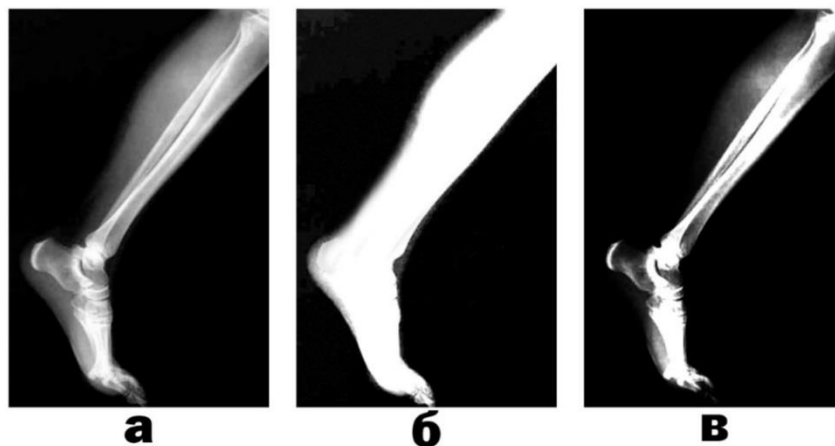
Бінаризація напівтонового зображення: а - початкове зображення - рентгенографія ноги (рівні яскравості 0... 255); б - вибір зображення ноги (рівень порогової яскравості 34); в - підбір зображень кісток пальців (рівень порогової яскравості 52)
